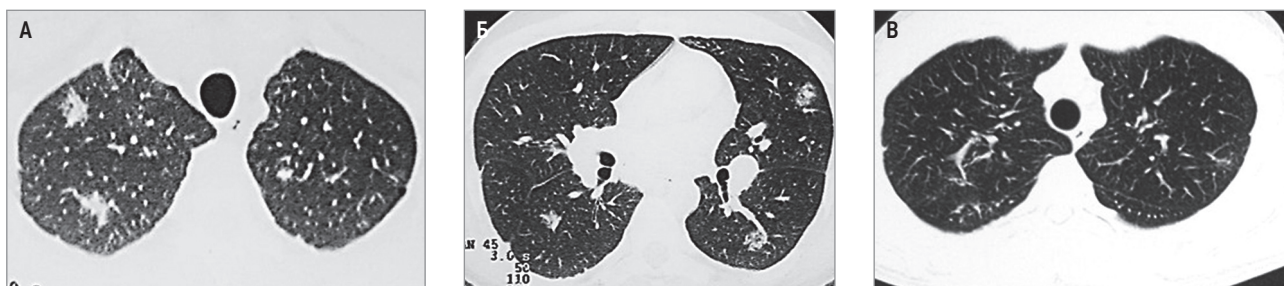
Повреждение легких вследствие длительного курения марихуаны и синтетических наркотических смесей: А, Б – 2-сторонние фокусы инфильтрации, близкие к округлой форме, без четких контуров; КТ-паттерн эозинофильных инфильтратов; В – при контрольной компьютерной томографии быстрая положительная динамика на фоне терапии через 3 нед. (по Орловой Г.П. и др., 2021 [248])
